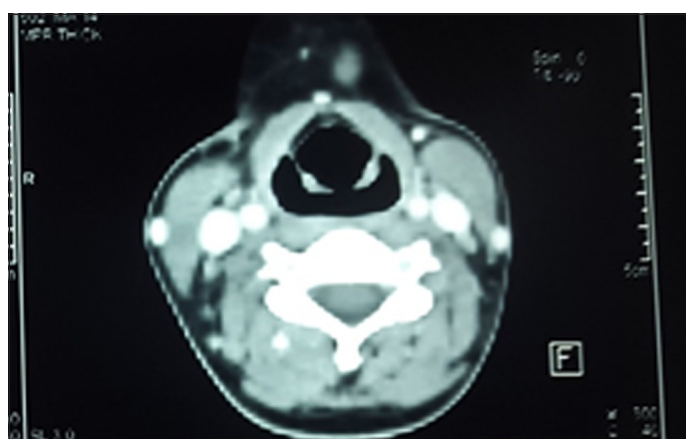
TAC cervical: presencia de ganglios cervicales, el de mayor tamaño de 0.93cm en región cervical nivel IA
